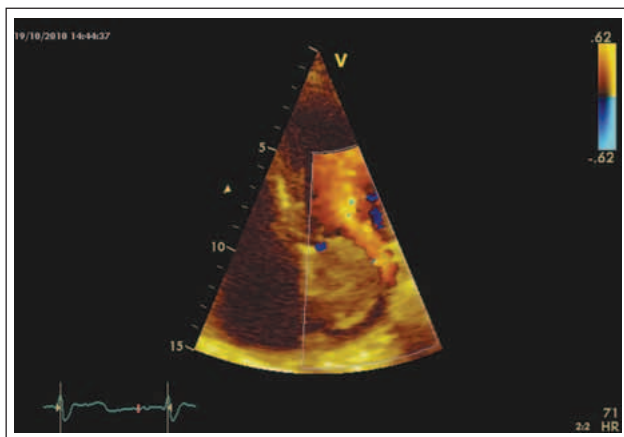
Apikaler Vierkammerblick mit Farbdoppler. Deutliche Akzeleration des diastolischen Flusses als Hinweis auf eine Obstruktion.
